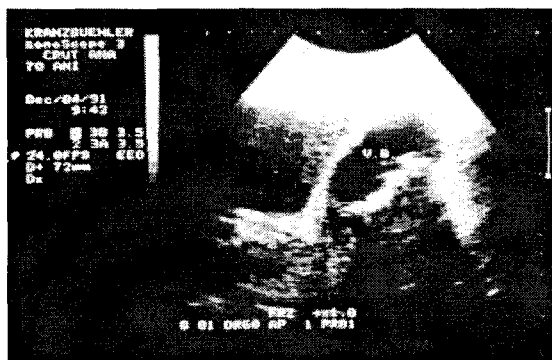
Ecografie: litiiza veziculară.
